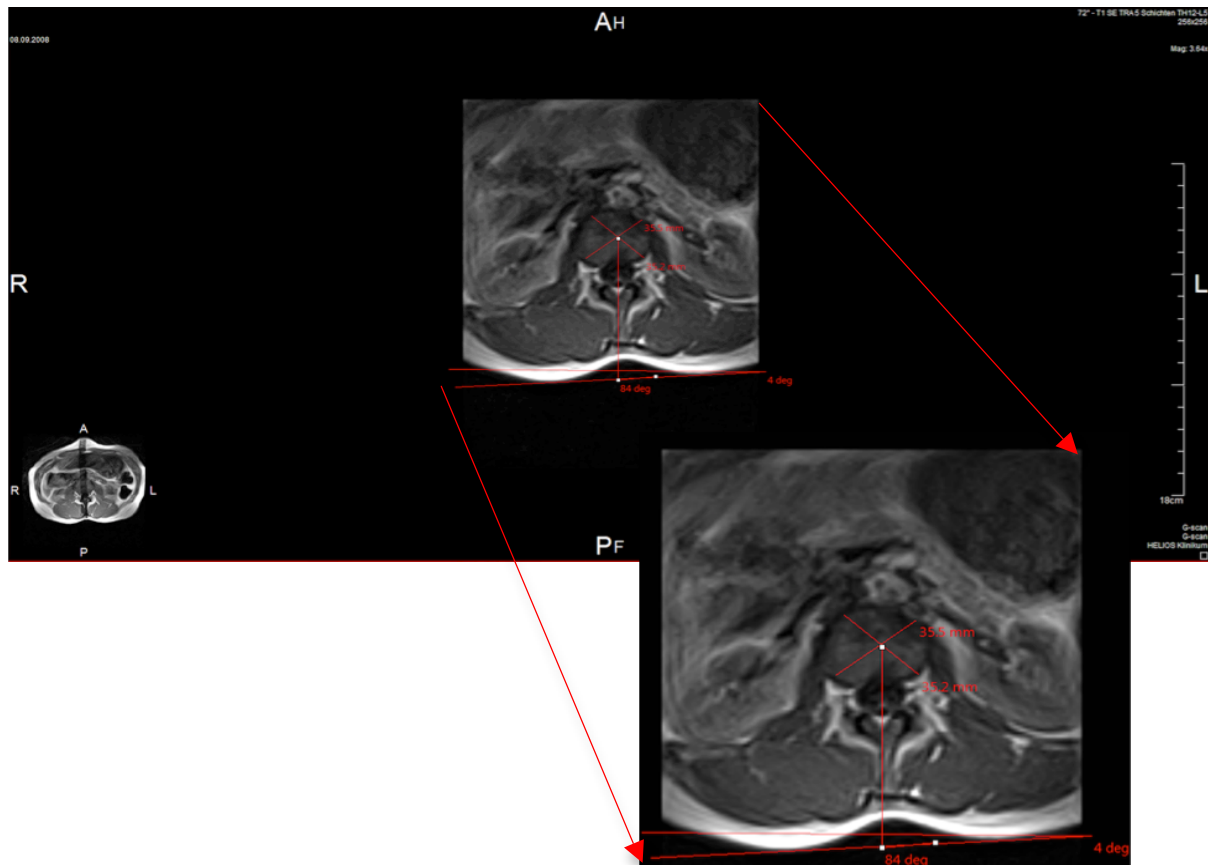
MRT Rotationsmessung LWK 2
